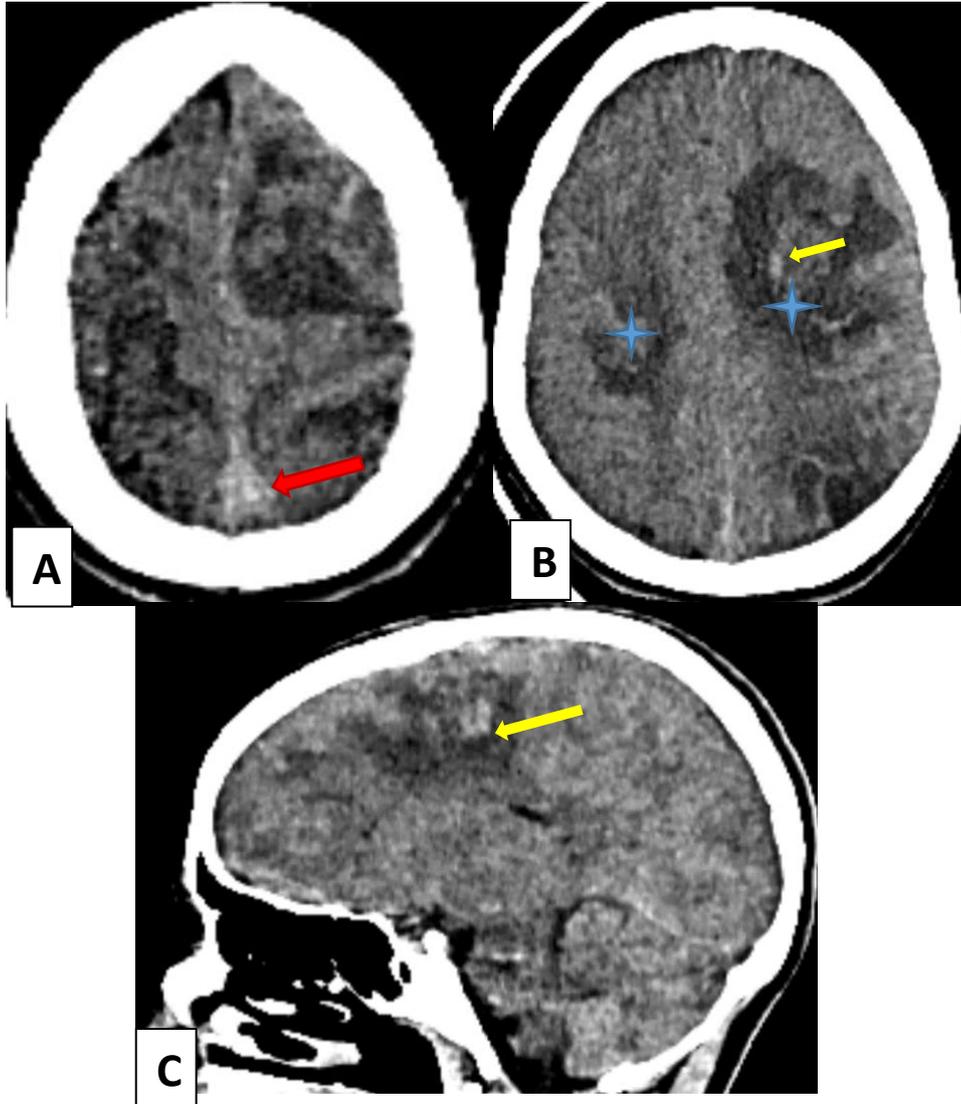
TDM cérébrale en contraste spontanée en coupes axiales (A-B) et sagittale (C) :
